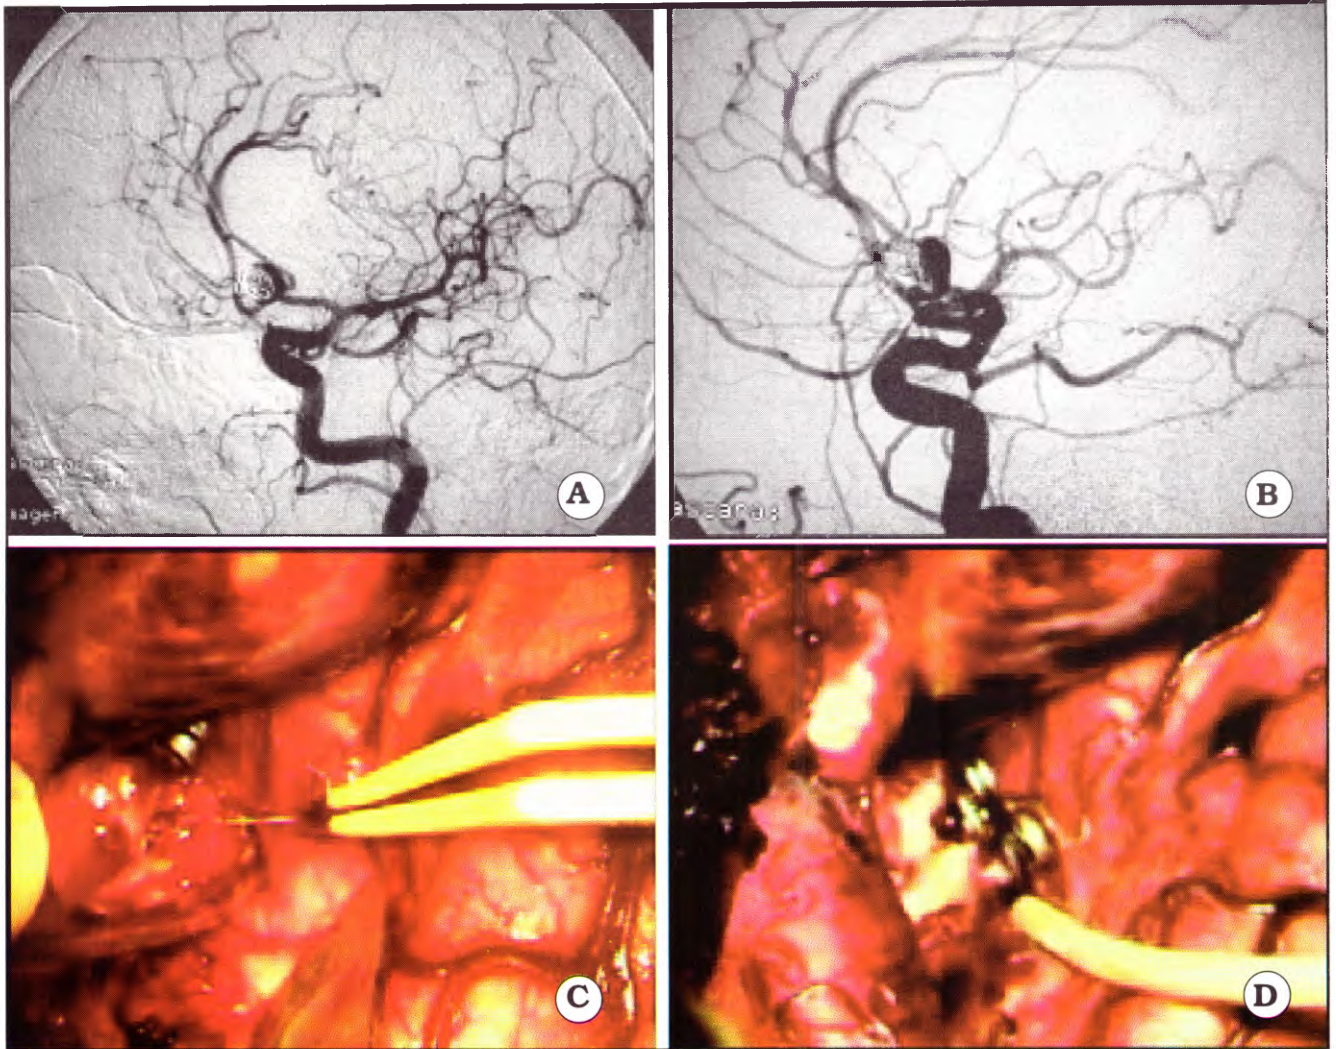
Paciente embolizado parcialmente de una aneurisma de comunicante anterior, aquí vemos como los coils están en relación con el cuello del aneurisma, lo que hace más difícil su clipado. C-D. Hallazgos intraoperatorios. La remoción de coils permite la colocación de dos clips preservando ambas A2, se realiza control con Doppler que certifica la preservación del flujo.
